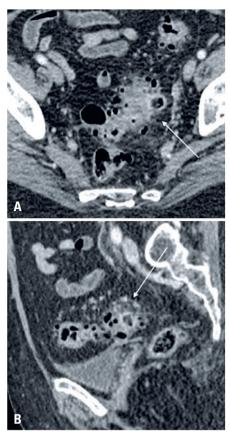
Imagens axial (A) e sagital (B) de tomografia computadorizada do abdome demonstra múltiplos divertículos no cólon sigmoide. Um deles está com paredes espessadas (setas) e estriações da gordura adjacente, achados consistentes com diverticulite aguda
